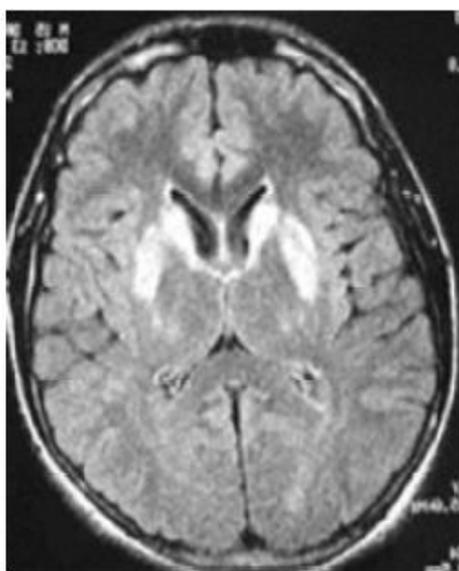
IRM d'un patient montrant une Atteinte bilatérale de noyaux thalamique sur maladie de Wilson
